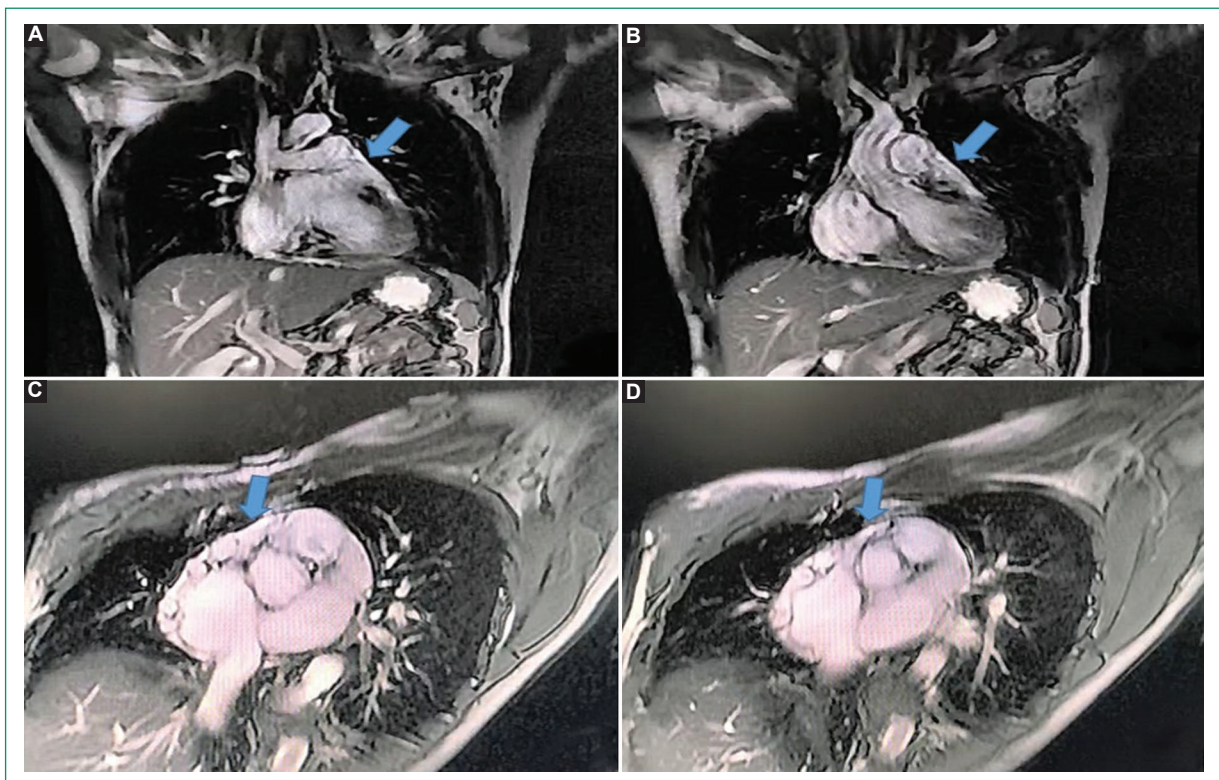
Resonancia magnética de tórax. A y B: corte coronal que muestra el probable origen de la arteria coronaria izquierda. C y D: corte axial que muestra dilatación de la arteria coronaria izquierda.
